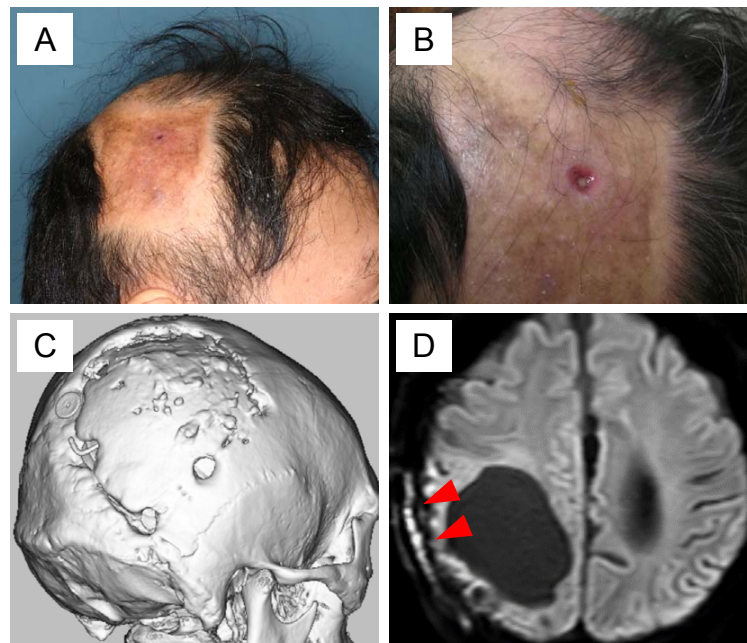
Case 1 is shown. Preoperative clinical photographs presenting scalp thinning (A) and scalp ulcer with abscess (B). Preoperative 3-dimensional computed tomography showing osteitis of the bony reconstruction (C). Preoperative diffusion-weighted imaging showing subcutaneous abscess (arrowhead) (D).
